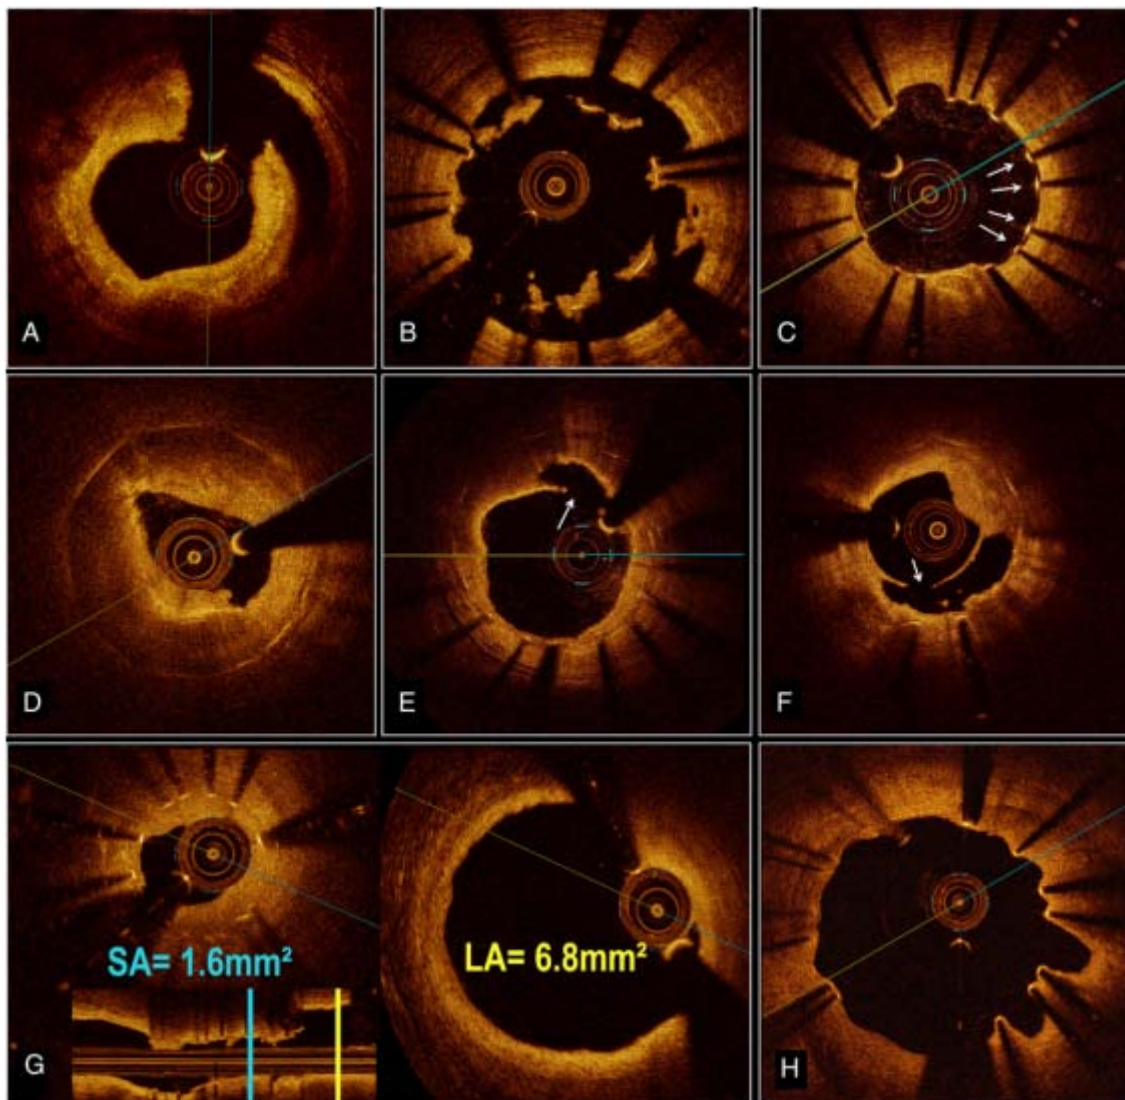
Exemples représentatifs des mécanismes sous-jacents de la thrombose de stent explorés par tomographie en cohérence optique après résorption optimale du thrombus : thrombose aiguë de stent : dissection des bords (A) ; thrombose subaiguë de stent : malapposition majeure du stent (B) ; thrombose tardive de stent : entretoises isolées non couvertes (C) ; thrombose très tardive du stent : lésion néo-athéroscléreuse (D) ; lésion néo-athéroscléreuse rompue (E et F) ; sous-expansion majeure du stent avec mesure de la surface du stent et de la surface de la lumière de référence (G) ; évaginations coronaires liées à un remodelage positif sous-jacent (H) [92].
